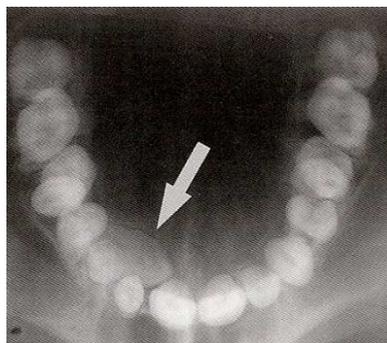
Radiographie d'incidence ortho-occlusale montrant une canine dont la couronne a une orientation palatine. (69)
